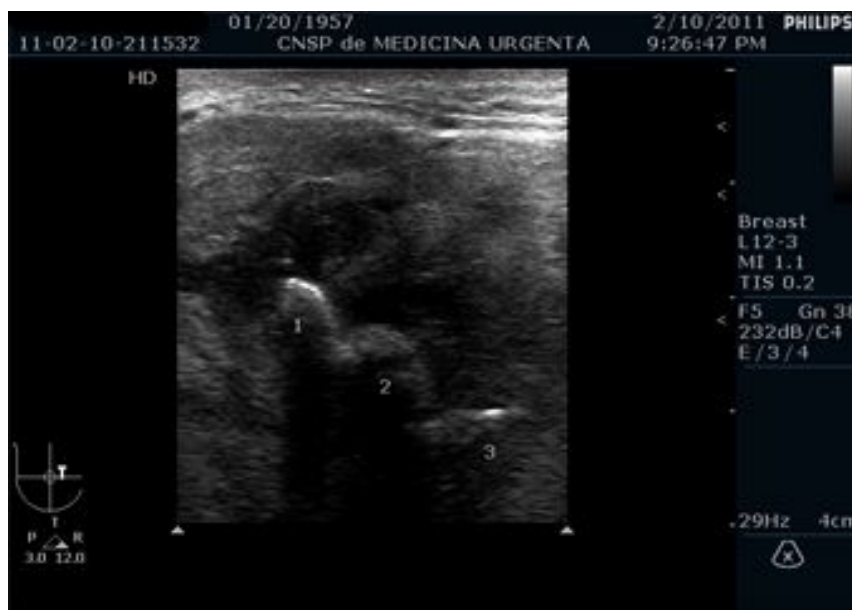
USG glandei submandibulare stângi – sialolitiază multiplă.
